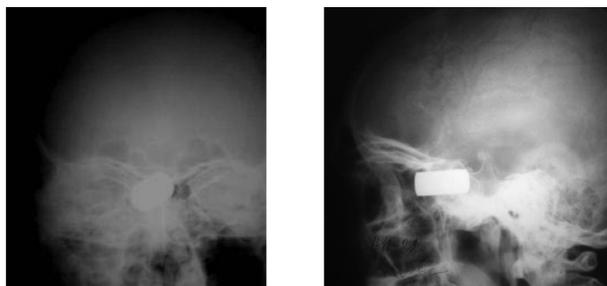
Рентгенограммы черепа больного К. в прямой и боковой проекции
